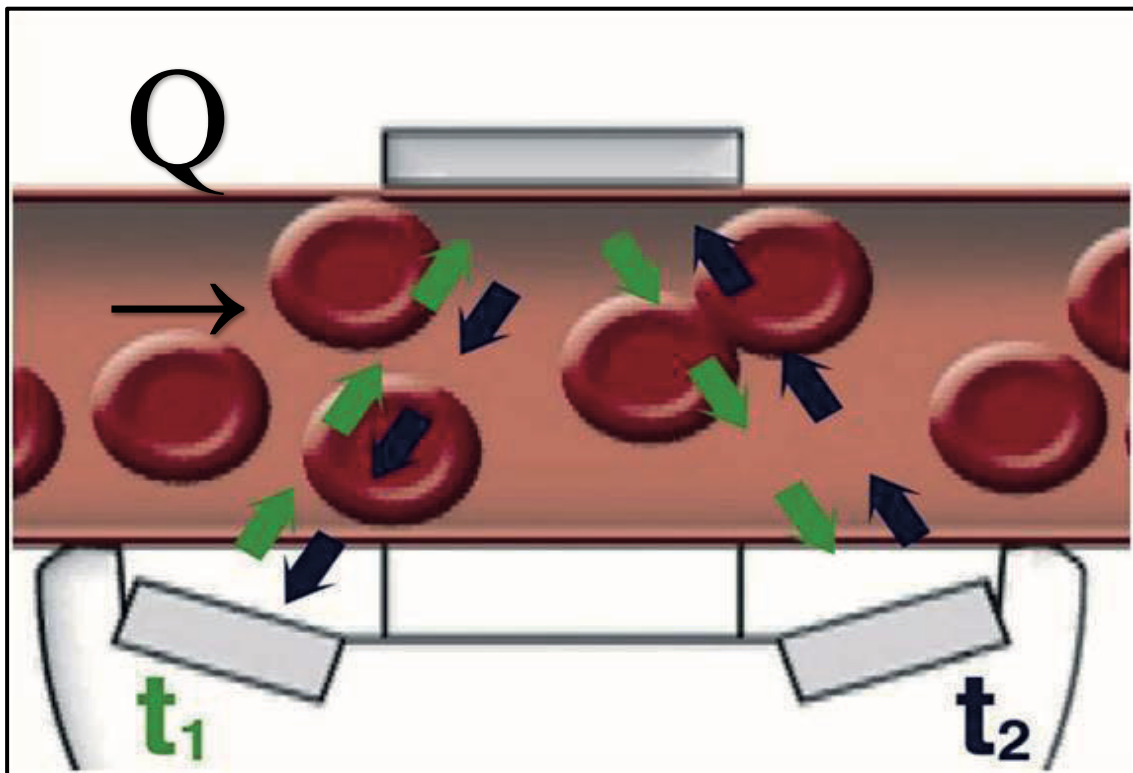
Transit-Time-Dopplerflussmessung Prinzip, t1 - Durchgangzeit 1, t2 - Durchgangzeit 2, Q – Blutfluss
